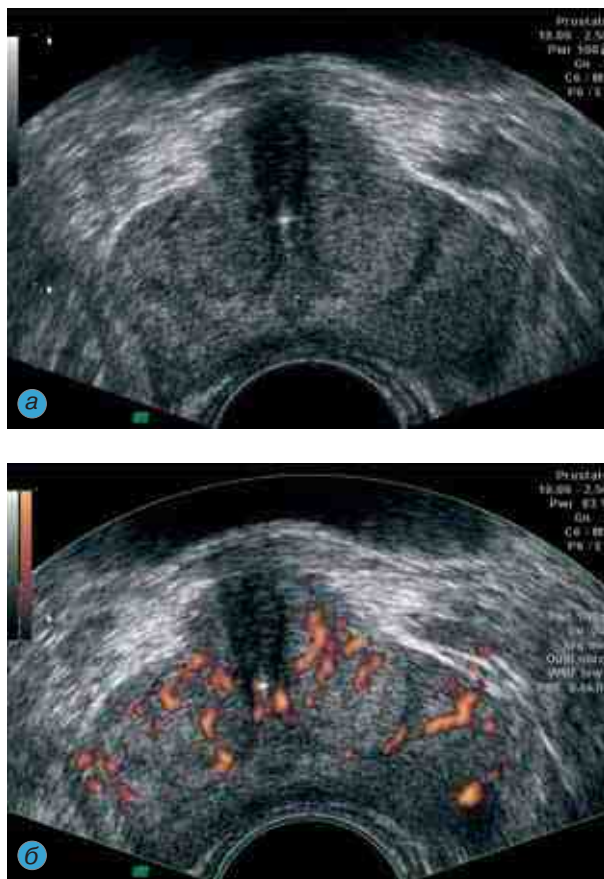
Поперечный срез доброкачественной гиперплазии предстательной железы, ТРУЗИ: а — сканограмма; б — энергетическая доплерограмма
